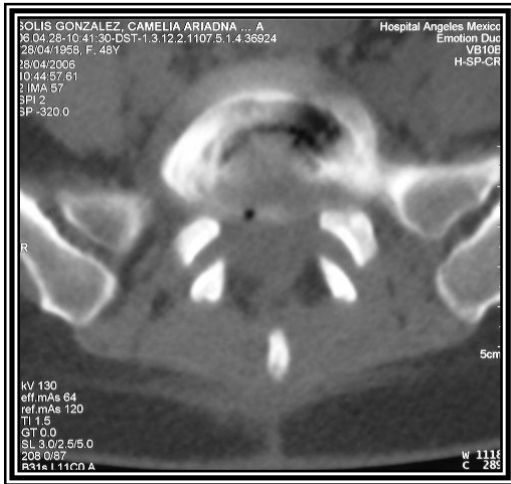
Tomografía axial computada con ventana para hueso cortes axiales de L5 y S1 en la cual se observan cambios posquirúrgicos con laminectomía de L5 derecha con luxación de facetas articulares probable listesis a este nivel.
